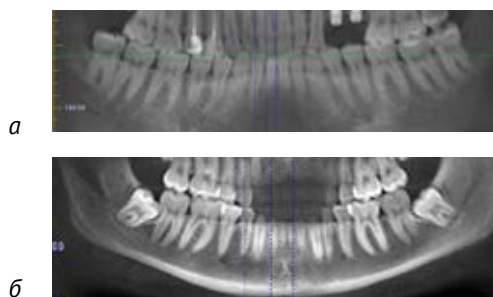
Фрагменты КЛКТ-томограмм нижней челюсти при прорезавшихся третьих молярах (а) и их ретенции (б).
